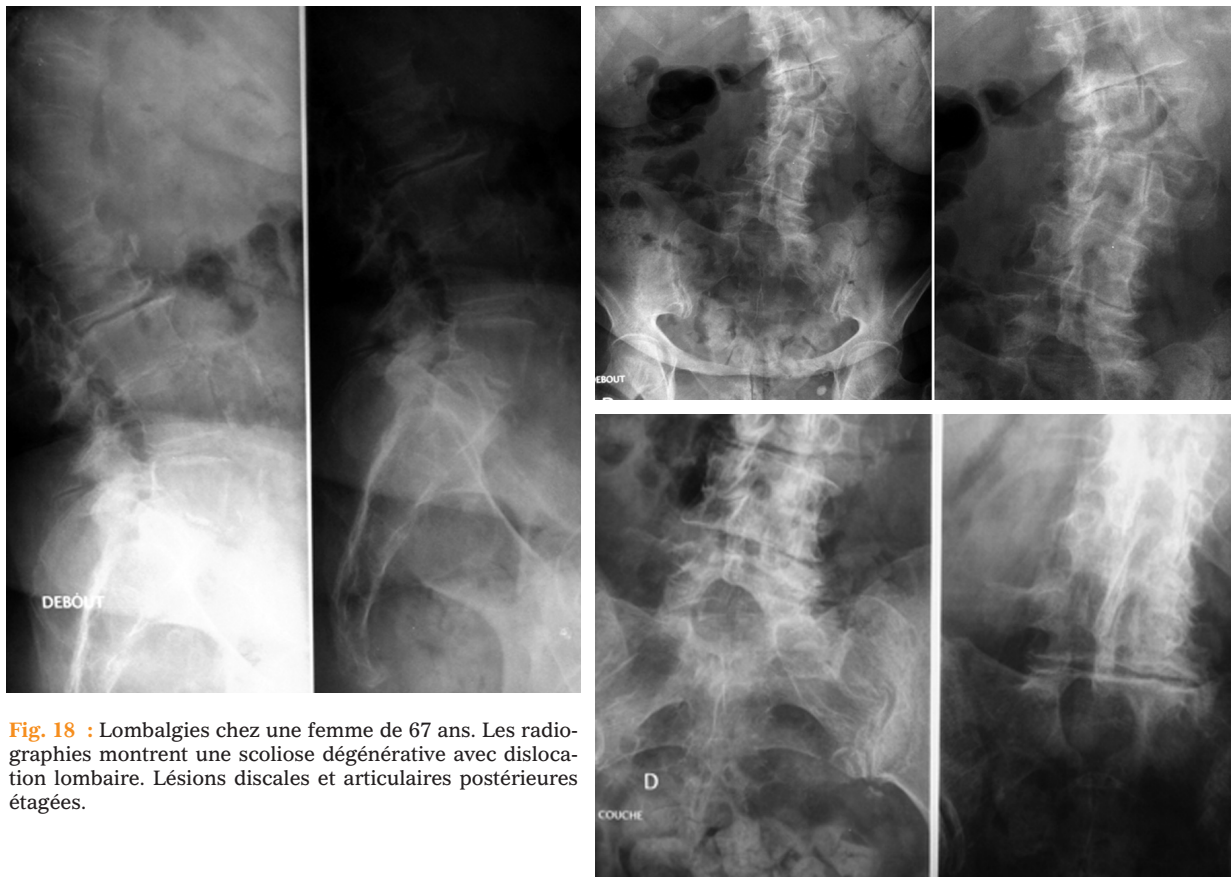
Lombalgies chez une femme de 67 ans. Les radiographies montrent une scoliose dégénérative avec dislocation lombaire. Lésions discales et articulaires postérieures étagées.
